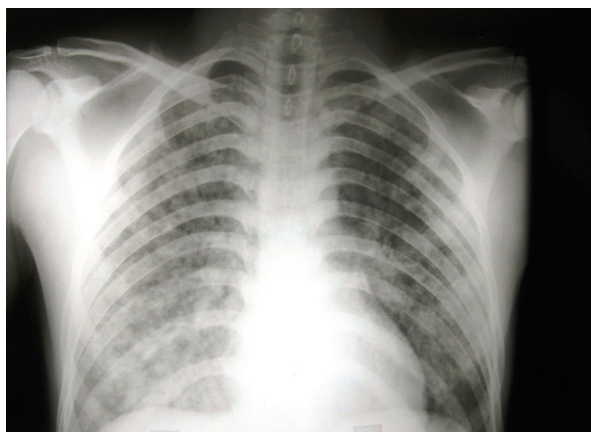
Radiografía de tórax tomada al inicio de los síntomas respiratorios.
